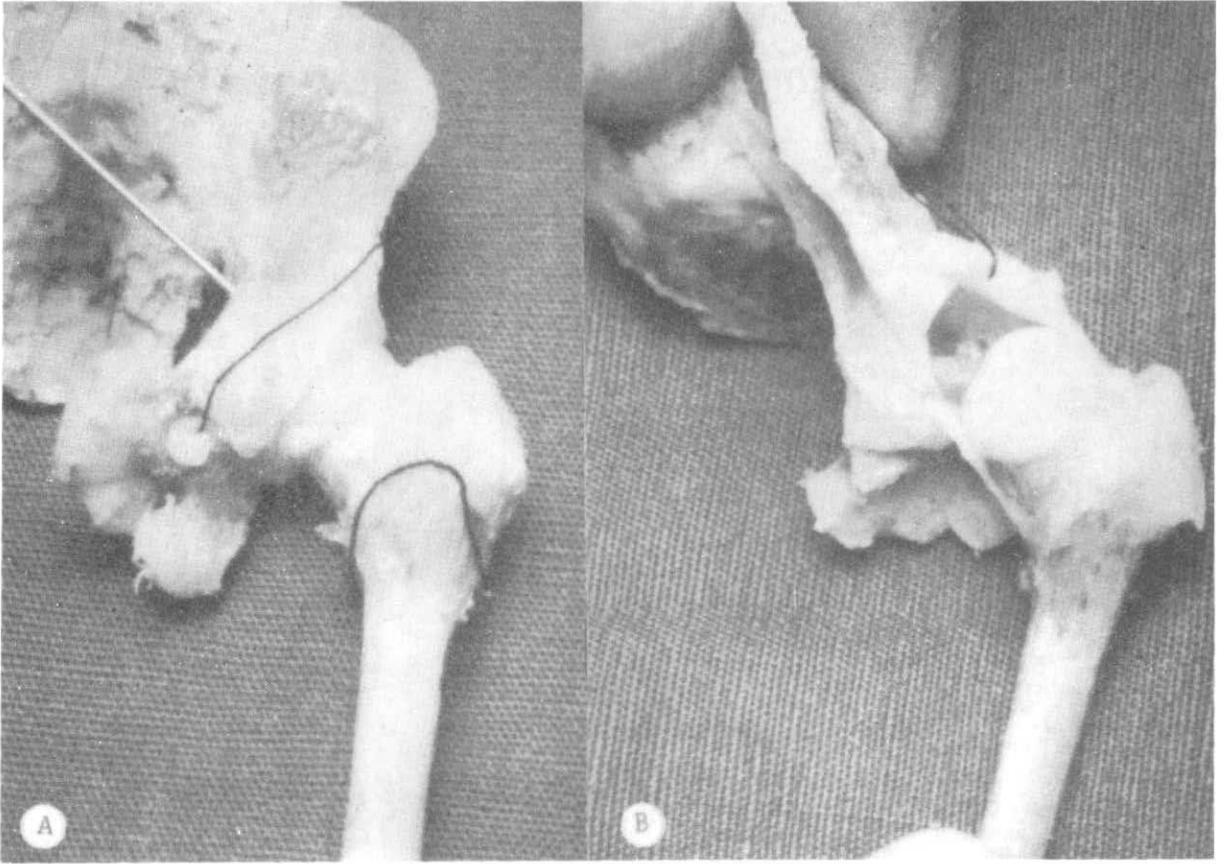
Constitución cartilaginosa de la articulación coxofemoral en el niño pequeño. En (A) se han marcado con línea negra los límites de la osificación del molde cartilaginosa tal cual se observa en la radiografía.
